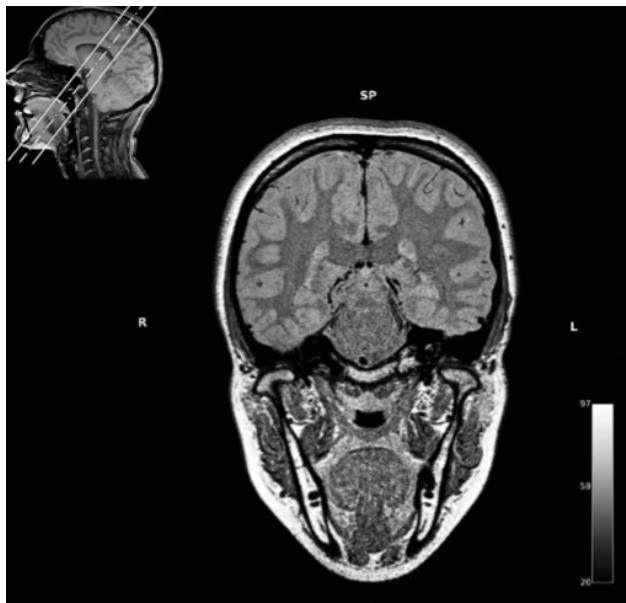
Imagen por RM, corte coronal oblicuo en secuencia ponderada T1. Tomado de: Srodon et al., (6).
